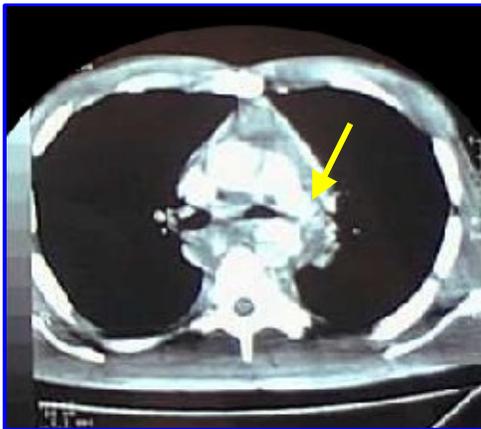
TAC de tórax. Hematoma periaórtico por ruptura traumática de la aorta.
